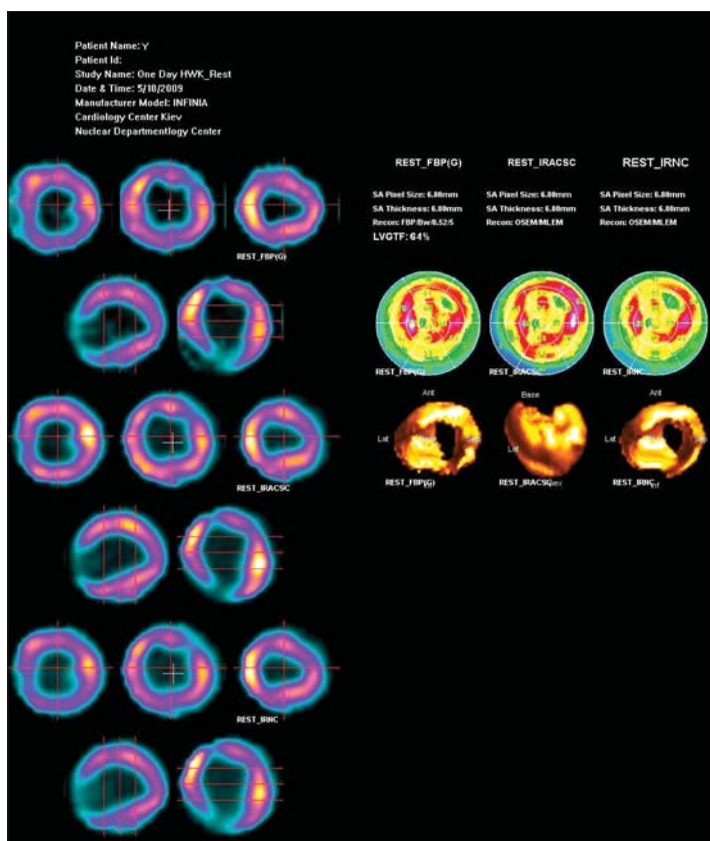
Миокардиосцинтиграфия пациента Я. от 05.10.2009 г.
